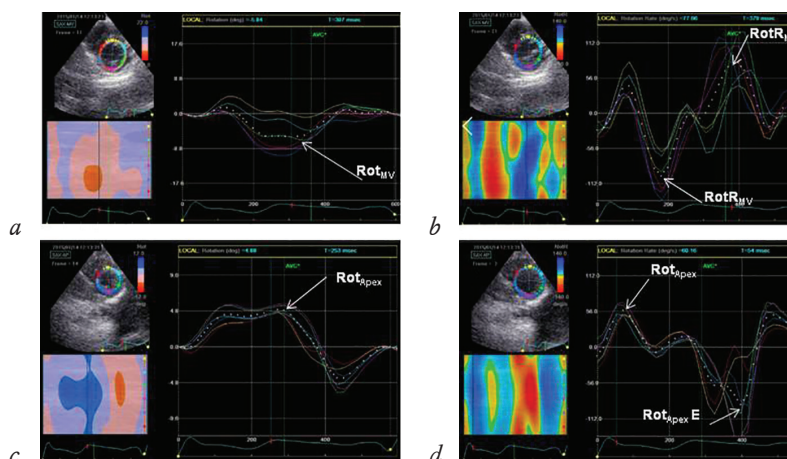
Эхокардиограмма из парастеральной позиции по короткой оси ЛЖ на уровне базальных и верхушечных сегментов ребенка К., 4 лет. Технология «след пятна» (Speckle Tracking Imaging): *a* – ротация левого желудочка на уровне базальных сегментов (Rot_{MV}); *b* – скорость ротации левого желудочка на уровне базальных сегментов ($RotR_{MV}$); *c* – ротация ЛЖ на уровне верхушечных сегментов (Rot_{apex}); *d* – скорость ротации левого желудочка на уровне верхушечных сегментов ($RotR_{apex}$). Кривые ротации (Rot) и скорости ротации ($RotR$) ЛЖ – белый цвет
